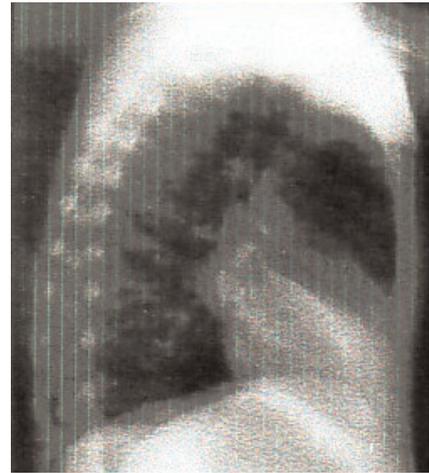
Radiografia postero-laterale con caratteristica immagine di "densità" a losanga che si estende dall'ilo anteriormente e inferiormente.
